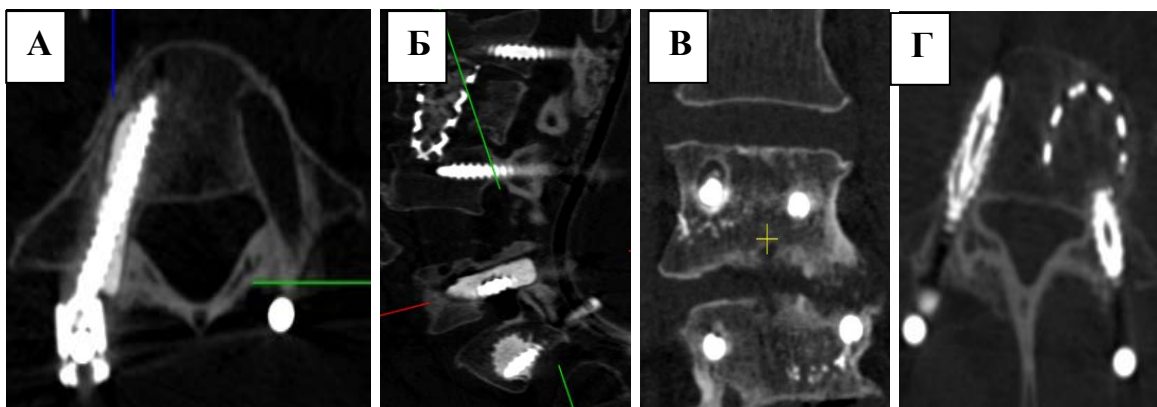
Контрольные КТ контроль после ревизионного вмешательства: восстановление опороспособности ножки позвонка цементом – КТ в аксиальной проекции (А), восстановление опороспособности ножки позвонка цементом – КТ в сагиттальной проекции (Б), неэффективная аугментация ножки позвонка, КТ во фронтальной плоскости (В), применение расширяющихся винтов, КТ в аксиальной проекции (Г)
